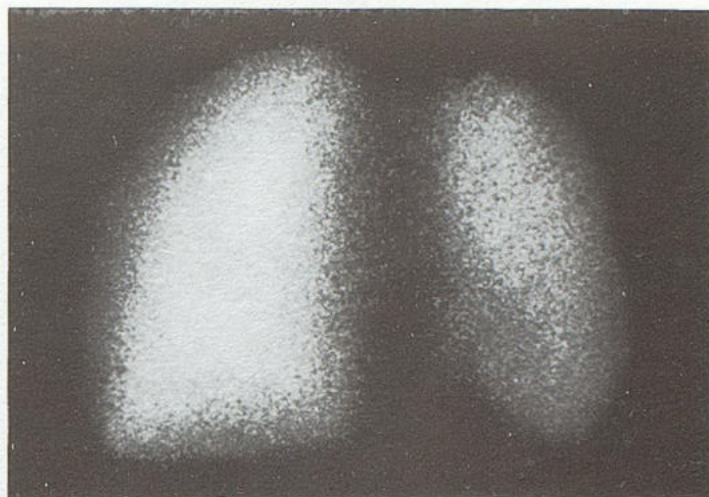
Сцинтипневмограмма того же ребенка (задняя проекция).
